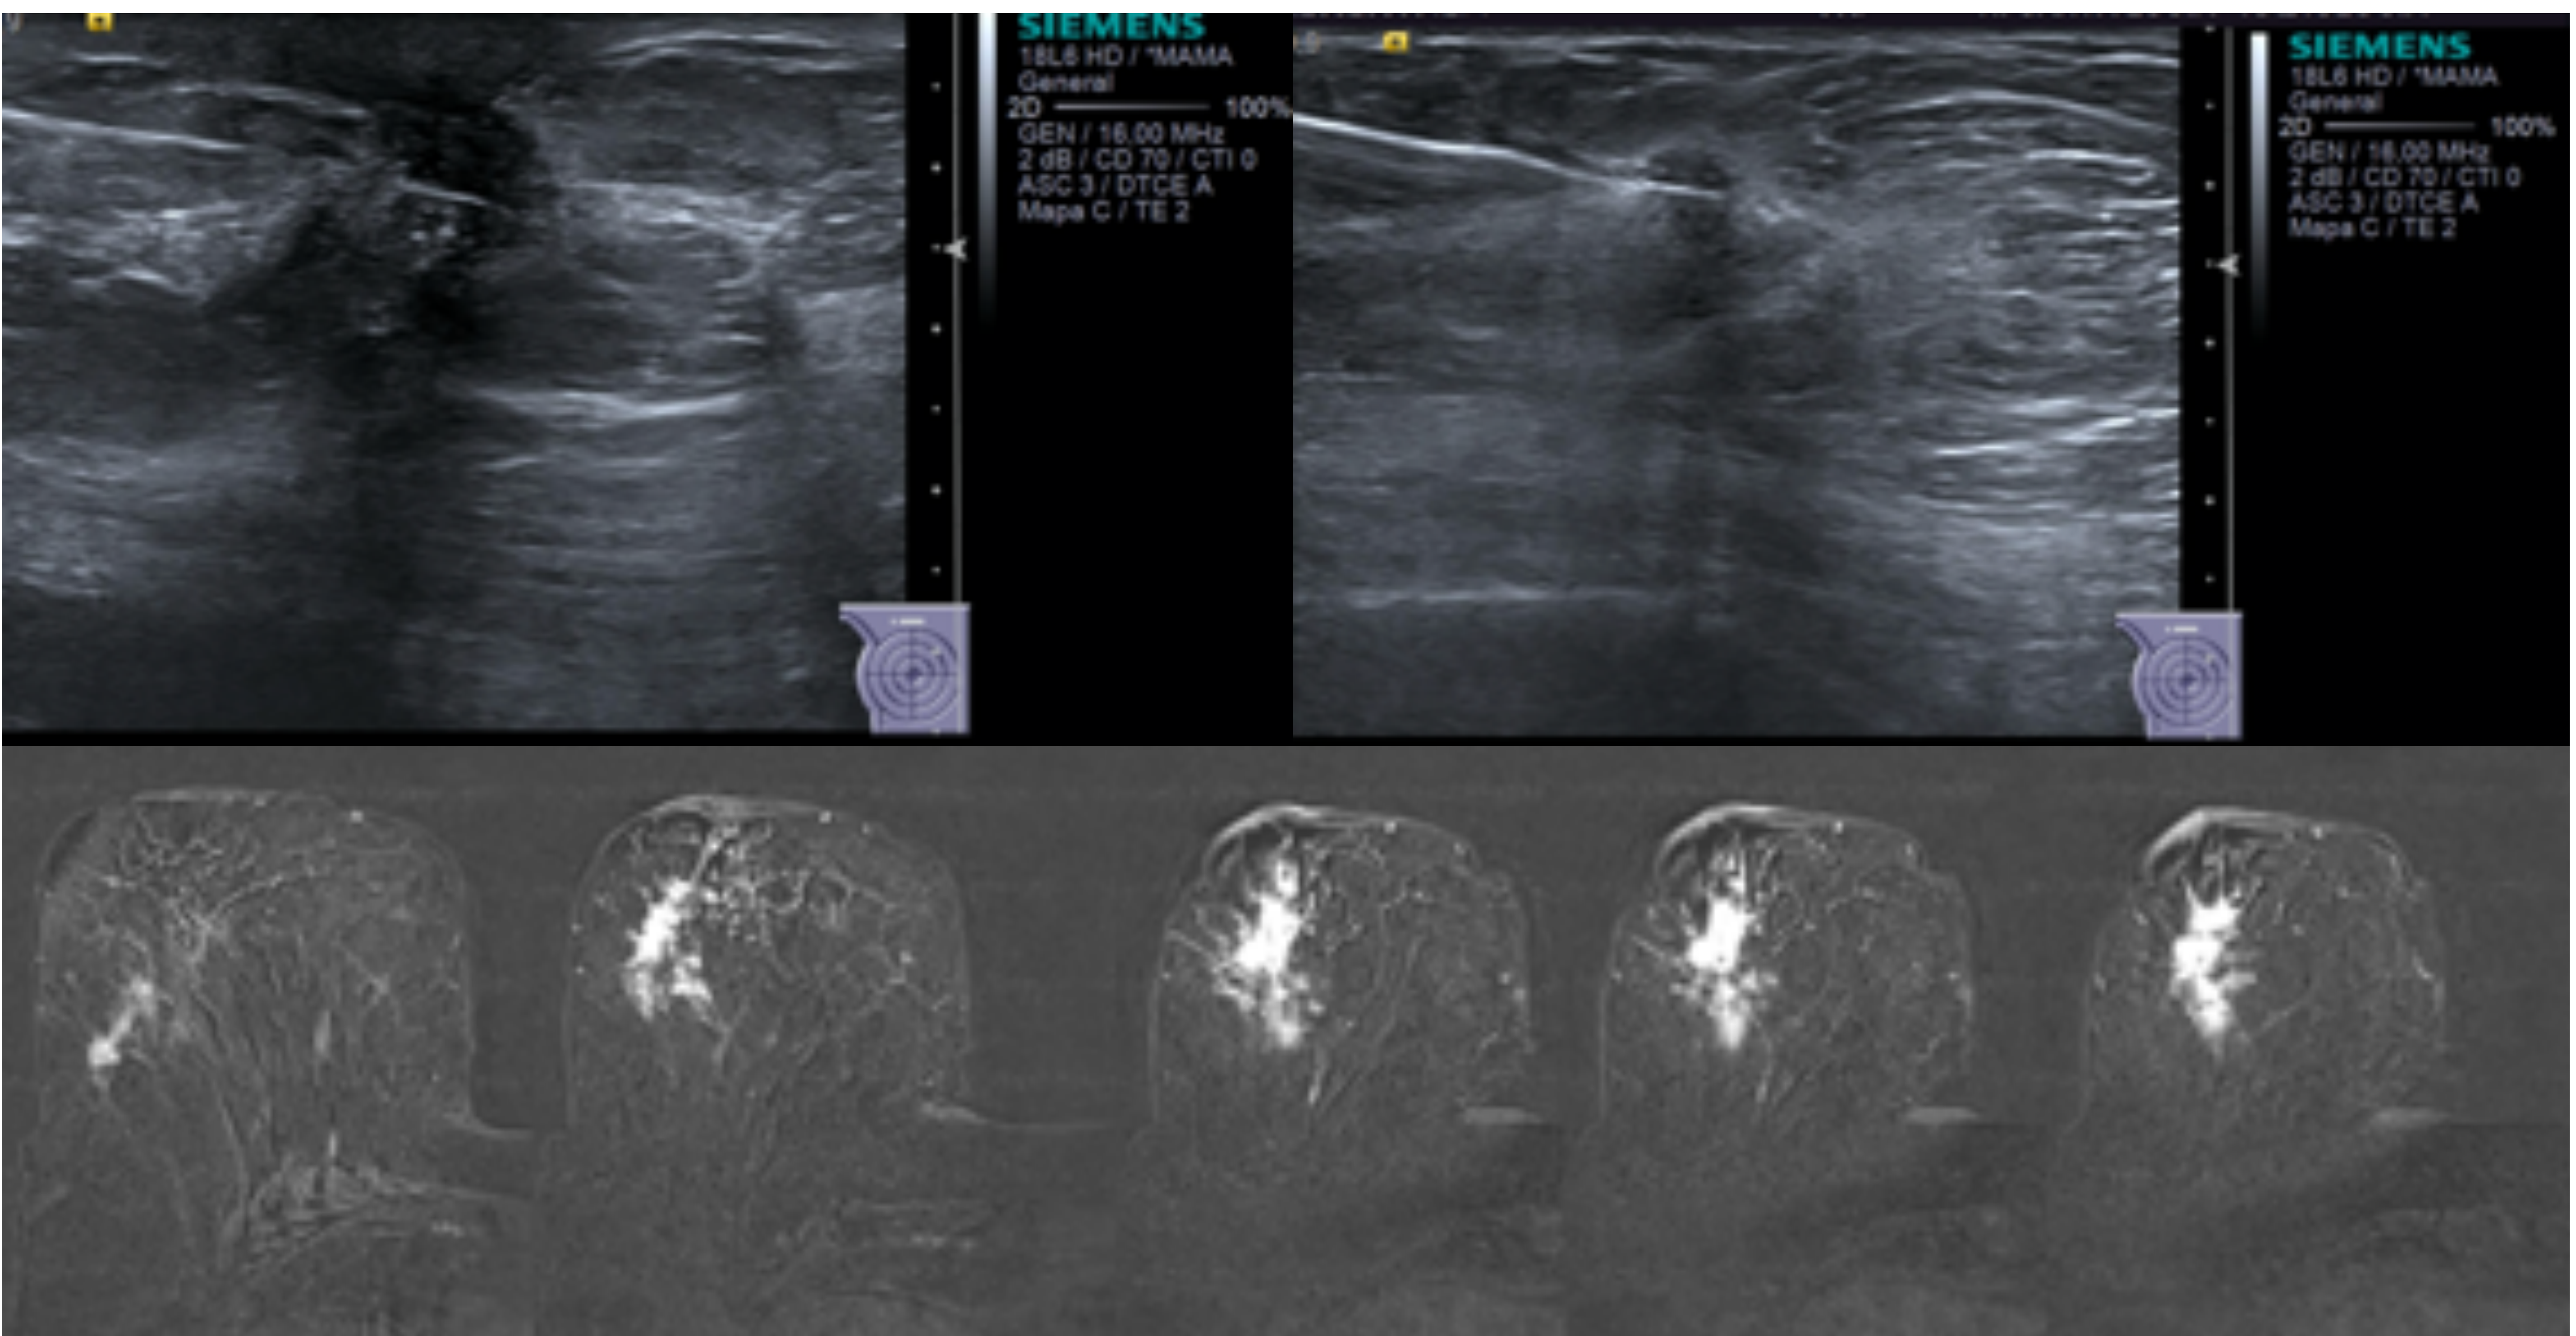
Arriba, BAG de dos de las lesiones, una en UCCexternos-CIE y otra en CSE de mama derecha, a distancia, para confirmar multifocalidad. Secuencias postsustracción en RM de mama derecha. Realce nodular, irregular, en CSE. En UCCexternos/CIE se objetiva otro realce nodular de mayor tamaño, así como un realce no nodular perilesional, que se correlacionaría con la asimetría de densidad regional descrita en mamografía.
